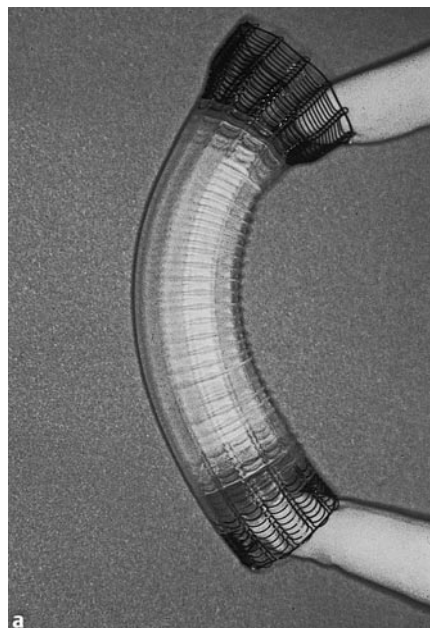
a Selbstexpandierender Nitinolstent (freigesetzt), b Röntgen-Nativaufnahme der Halsweichteile: Nitinolstent am hypopharyngo-ösophagealen Übergang nach Laryngektomie, c endoskopische Sicht in den freigesetzten Nitinolstent (farbig).
